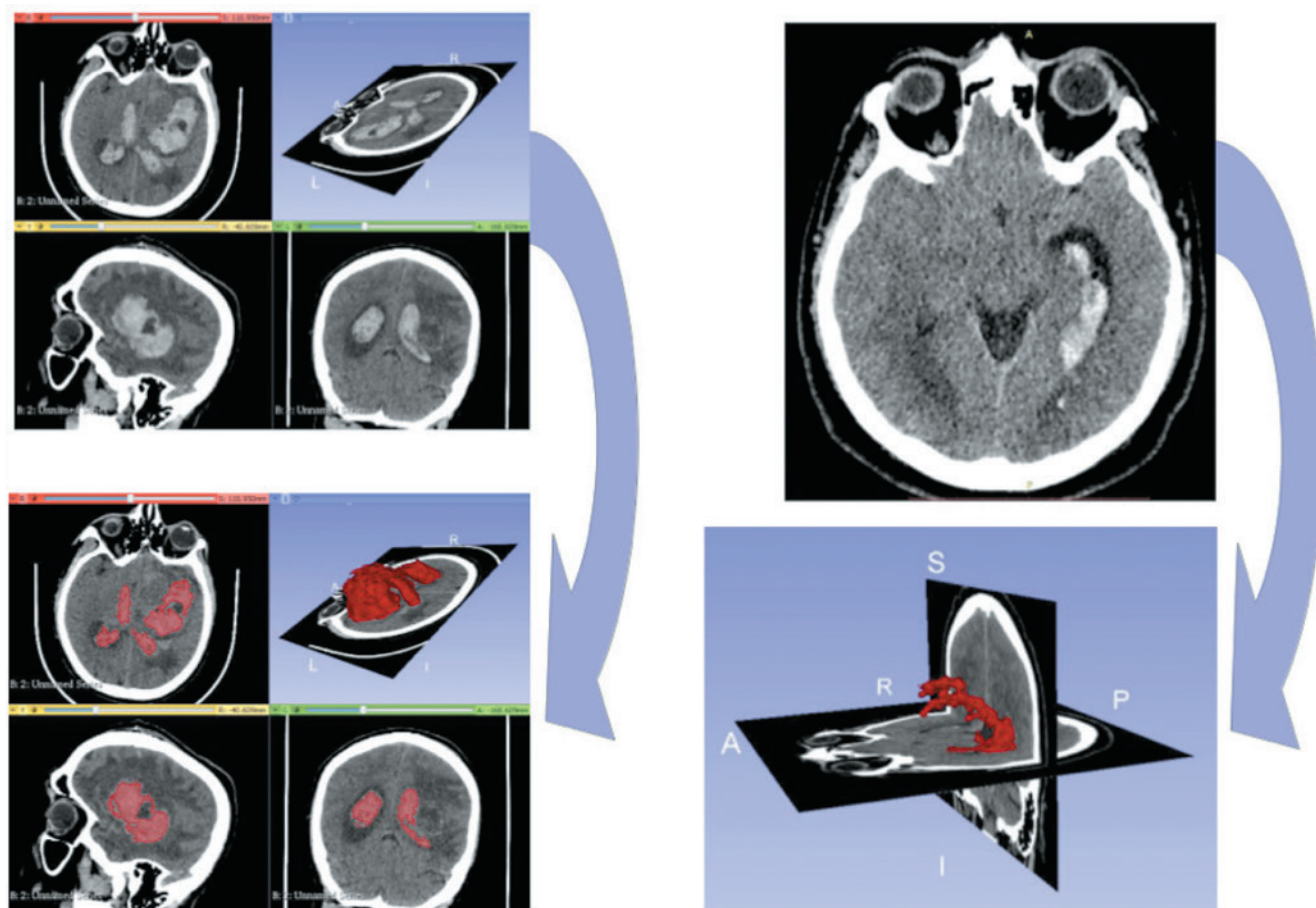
Пример сегментации кровоизлияний и подсчет объема по данным компьютерной томографии
